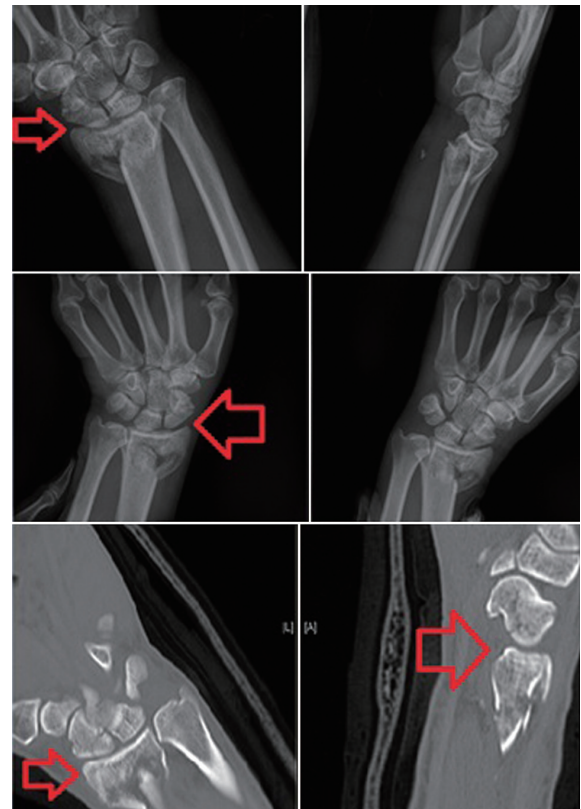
This is a simple X-ray and computed tomography (CT) scan of a 51-year-old male patient admitted after a falling down injury. After observing scaphoid displacement in simple X-ray (1st arrow), the wrist bending ulnar radius deviation was further examined. The scaphoid displacement became more distinctive with further examination (2nd arrow). Fracture in both scaphoid and distal radius was observed in the CT scan that followed (3rd, 4th arrow).
